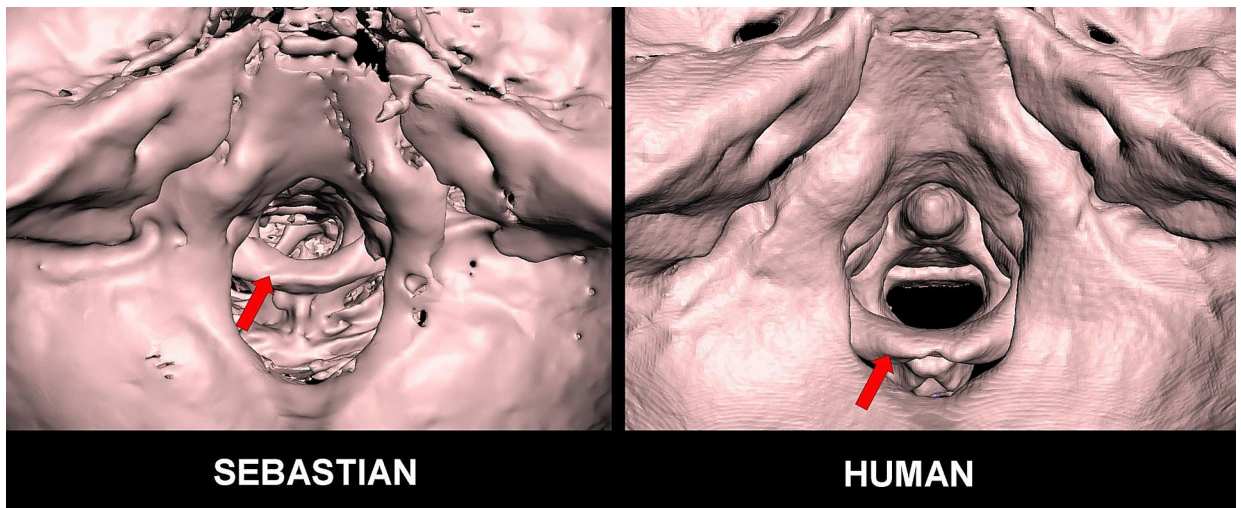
Tomografía computarizada en 3D que muestra el foramen magnum visto desde arriba de 'Sebastián' en comparación con un humano moderno. Nótese la extensión posterior del foramen magnum en 'Sebastián' en relación con el arco posterior del atlas (flechas rojas).
